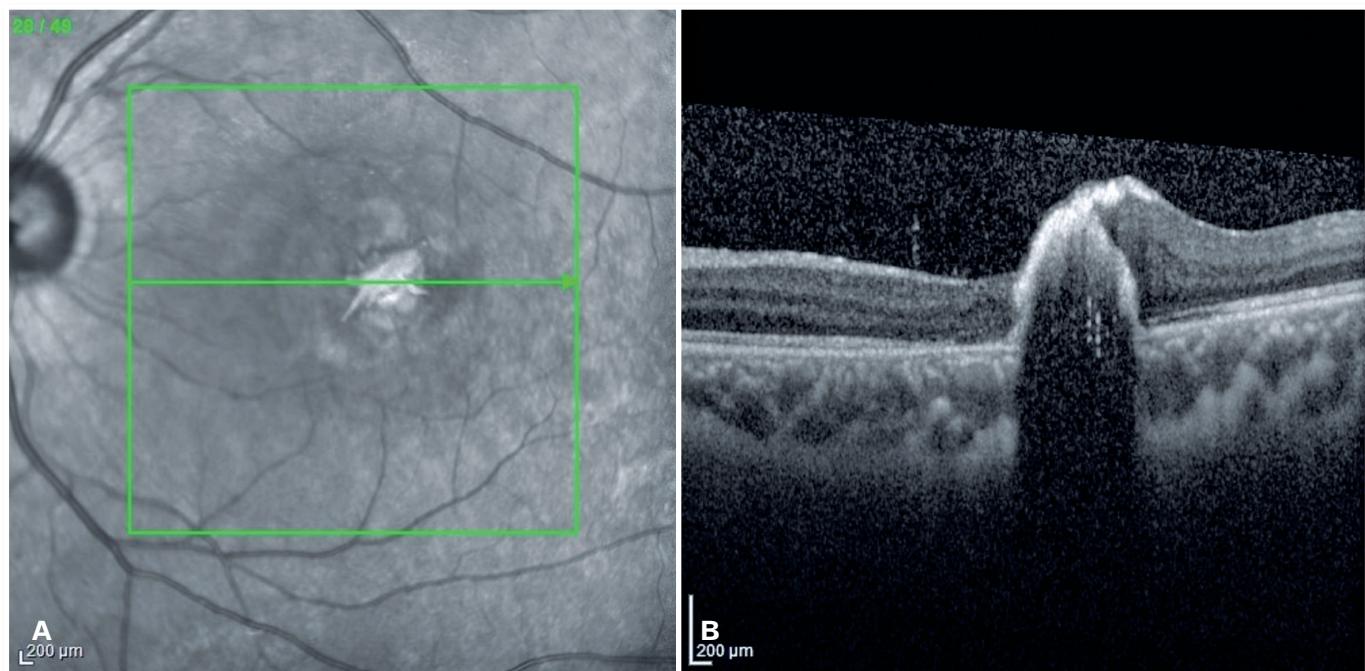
Tomografia de coerência óptica mostrando alta refletividade e sombreamento posterior do epitélio pigmentar da retina na região foveal, resultante de marcada elevação focal oriunda de hamartoma localizado.
